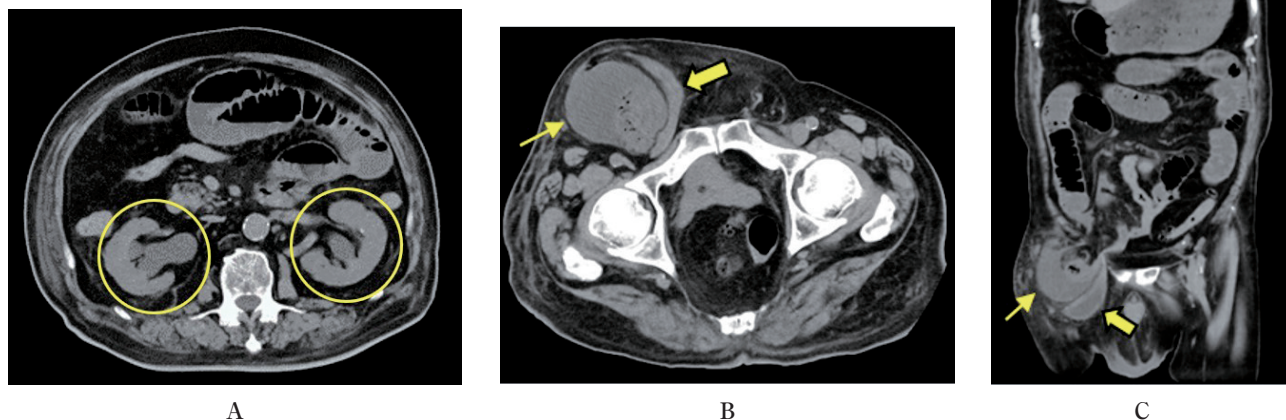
Abdominal CT shows right bladder hernia (➡) with bilateral hydronephrosis (○) and ascites fluid (→).
